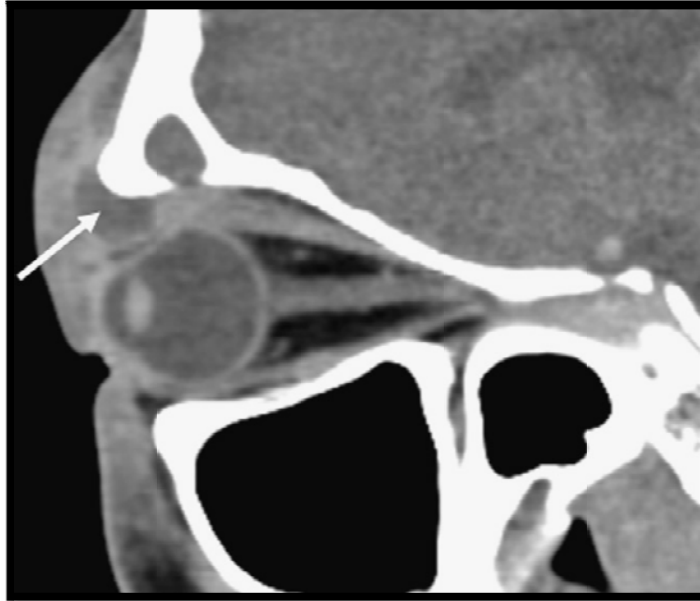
TDM orbitaire C+ en coupe sagittale montrant un abcès palpébral.
